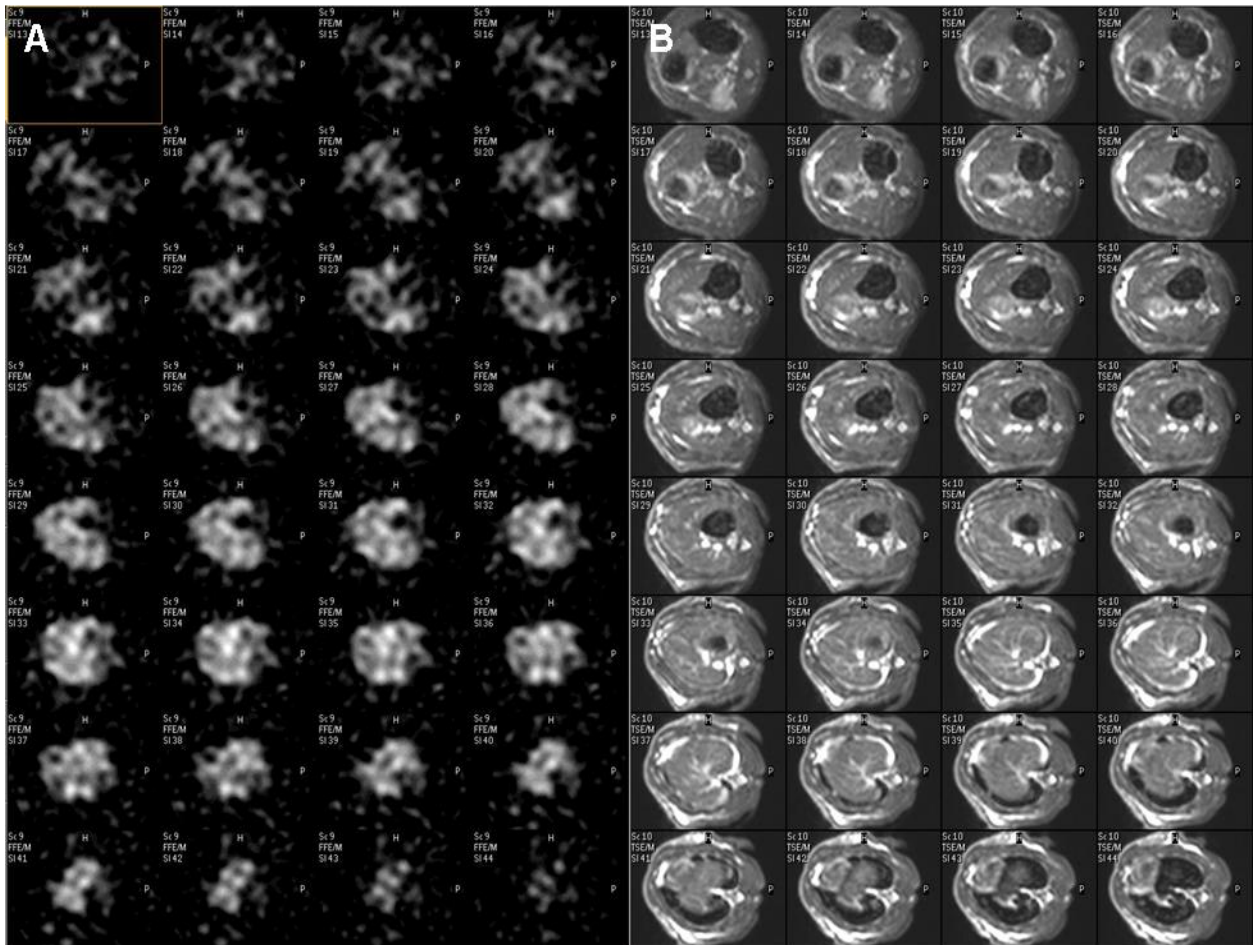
Exemplarische Darstellung von jeweils 32 abdominellen ^{19}F - und ^1H -MRT-Bildern eines 3T Kontrolltieres in transversaler Schnittführung. A zeigt das ^{19}F -Signal im Abdomen des Tieres. B zeigt die korrespondierenden ^1H -Rekonstruktionen. Es zeigt sich deutlich ein flächiges ^{19}F -Signal aus der Leber. Eigene Abbildung.
